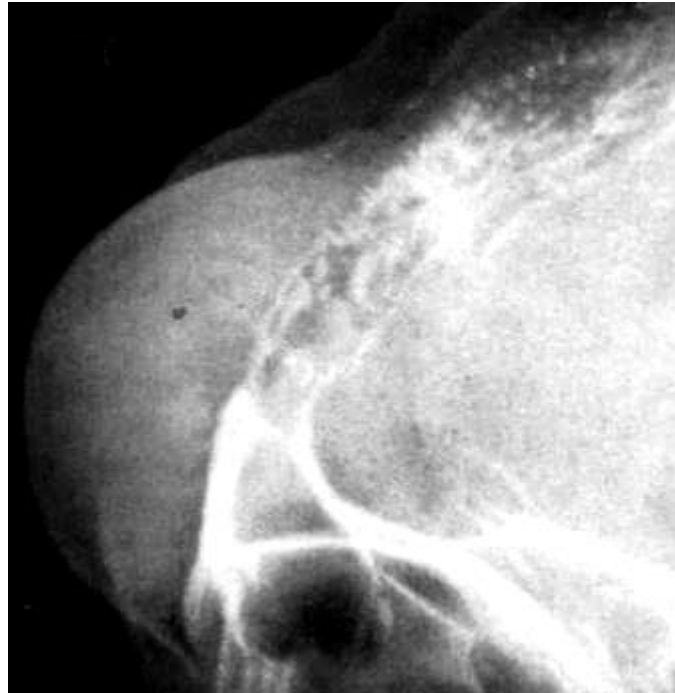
Фрагмент рентгенограми в бічній проекції. Злоякісна гемангіома (гемангіоперицитома) – у лобовій кістці визначається дрібновогнищева деструкція з руйнуванням зовнішньої пластинки, нерівномірним спікулоподібним періостозом і більшим м'якотканинним компонентом (за Sutton D).
